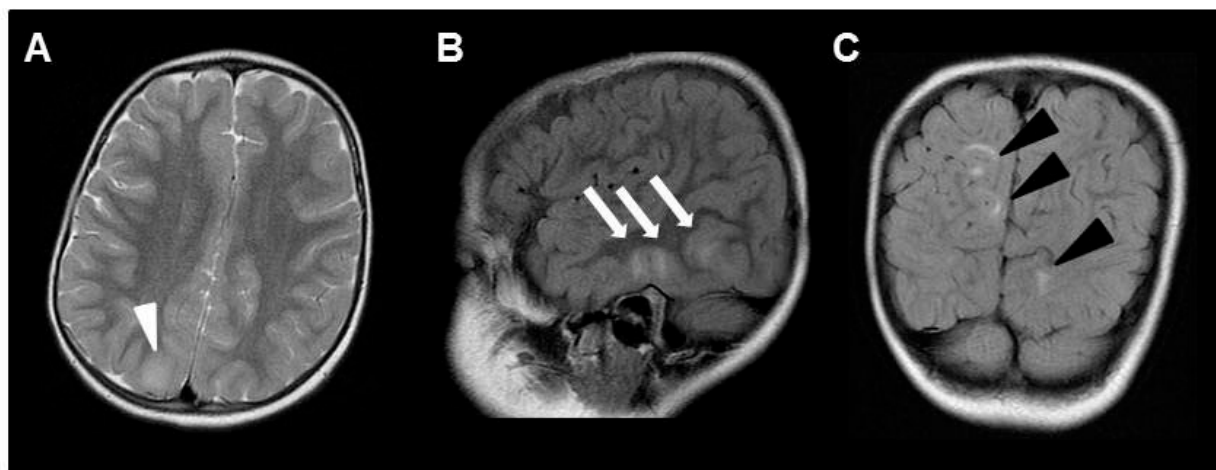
MRI 画像：T2 強調画像で高信号領域を大脳半球に散在性に認めた
